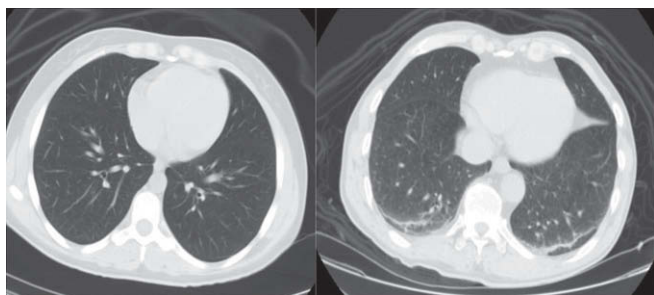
Imagens de Tomografias Computadorizadas Torácicas Representativas dos Pulmões nos Grupos Controle (painel da direita) e Manobra de Hiperinsuflação Pulmonar (painel da esquerda).
